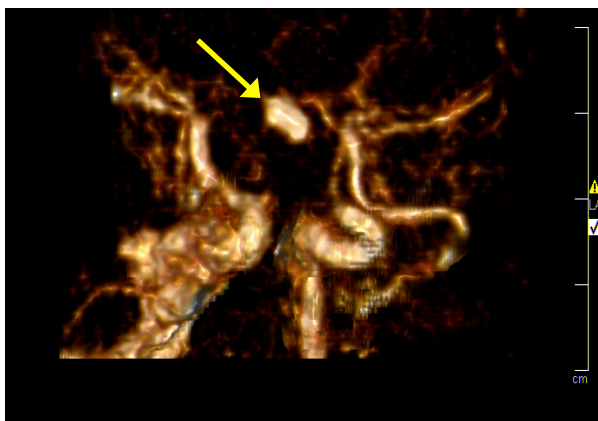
Angio TAC cerebral. Caso de la serie mostrando aneurisma en la arteria comunicante anterior.
